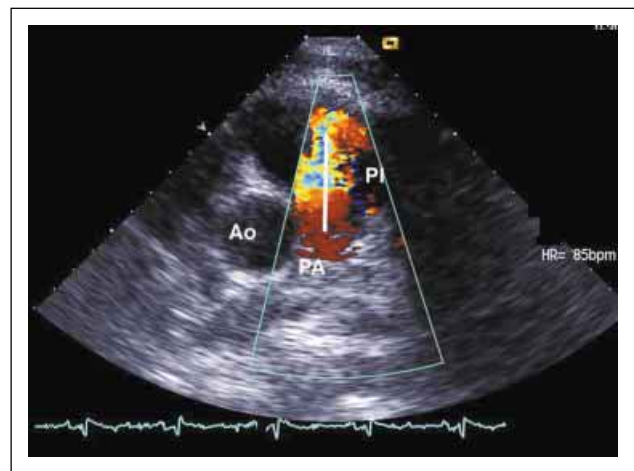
Kurze Achse in Höhe der Herzbasis (Farbdoppler): breiter Pulmonalinsuffizienzjet als Ausdruck der höhergradigen Pulmonalinsuffizienz (PI); Ao = Aorta, PA = Pulmonalarterie
